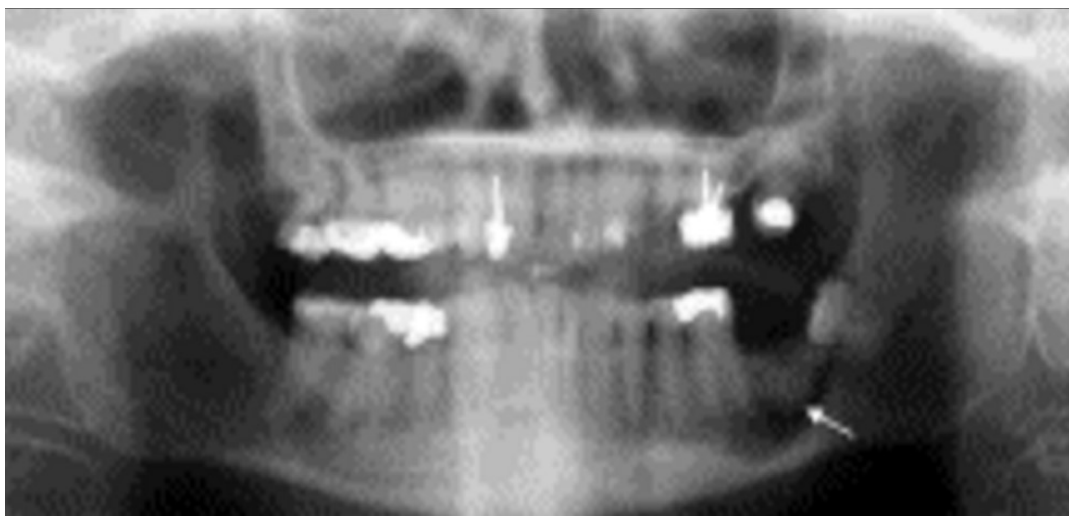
Adaptado de: Ortopantomografia de doente tratado com bifosfonatos: aparecimento de traumas ósseos, algumas semanas após a extração do dente. (Radoi et Folliquet, 2010)
